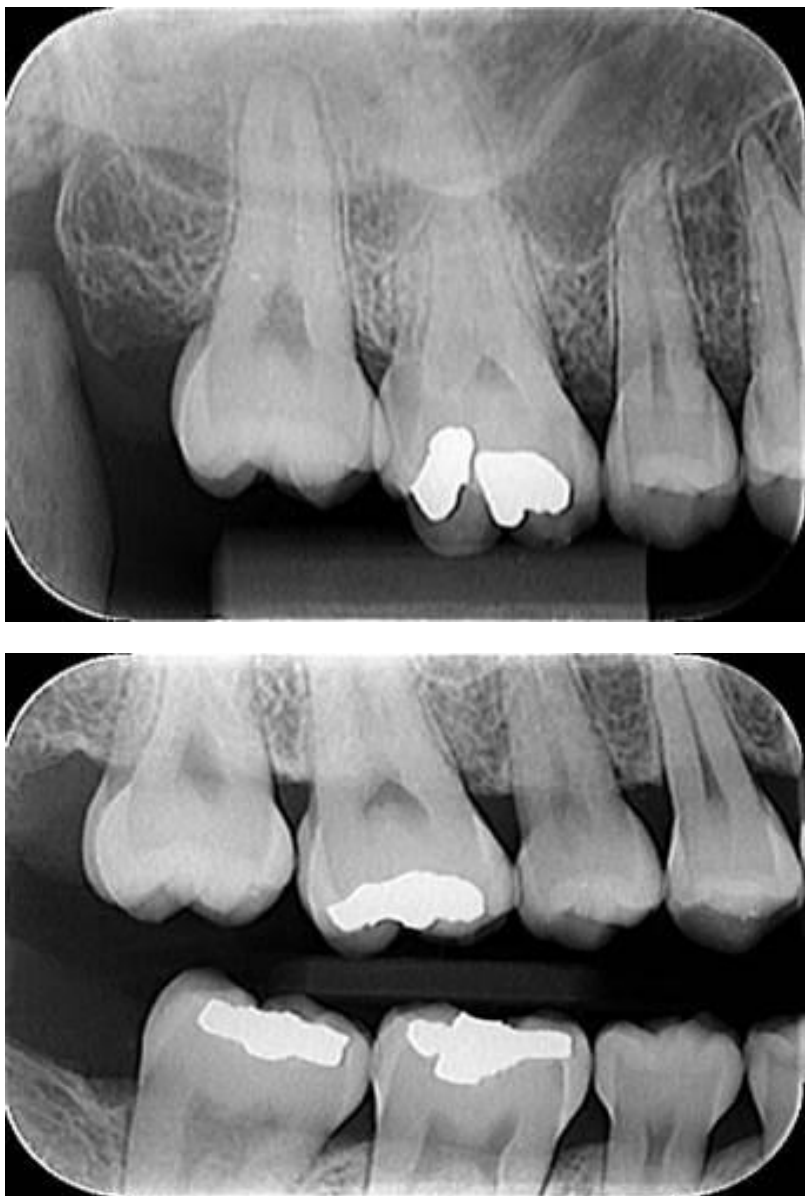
Radiografia periapical e interproximal dos molares do lado direito com aspecto compatível com a normalidade no dente 16, sem evidências de cárie recidiva ou fratura.
